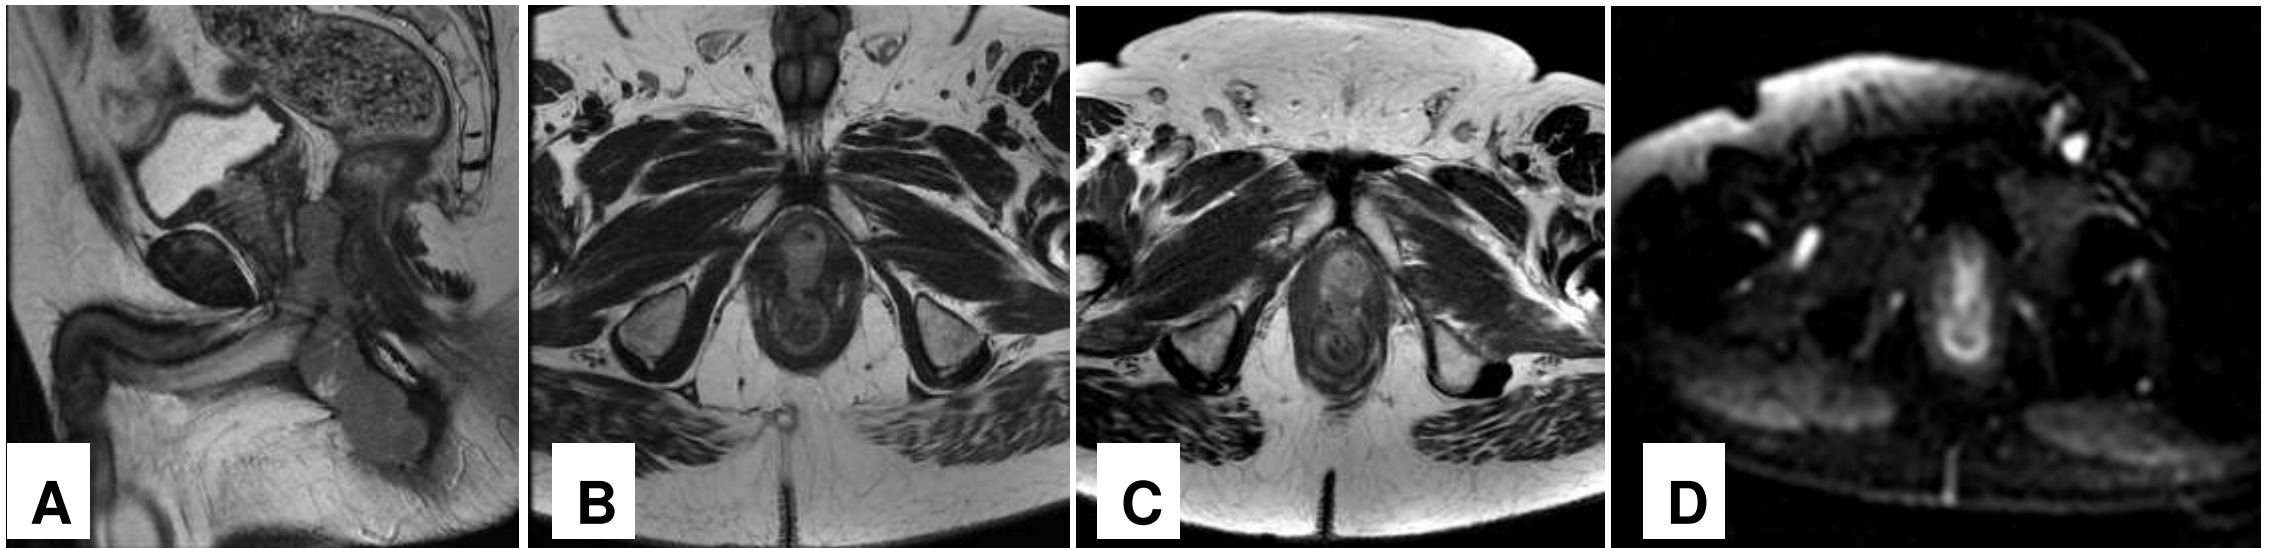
RM de recto: corte sagital(A) y axial (B) potenciados en T2, axial T1 poscontraste (C) y axial DWI (D), en un paciente en seguimiento por fístulas anorrectales. Se observa una masa de partes blandas que infiltra la pared anterior del recto y se extiende hasta el periné. En T2 es levemente hiperintensa respecto al músculo y muestra realce homogéneo poscontraste. En las secuencias de difusión muestra una marcada restricción. El estudio anatomopatológico fue positivo para linfoma plasmático perineal.
